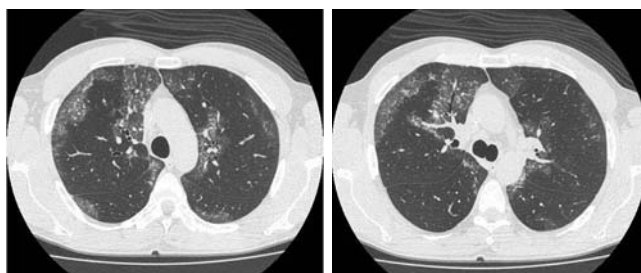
а, б. Фрагменты компьютерной томограммы больного Б. после проведения БАЛ. Уменьшение распространенности и интенсивности зон "матового стекла".
